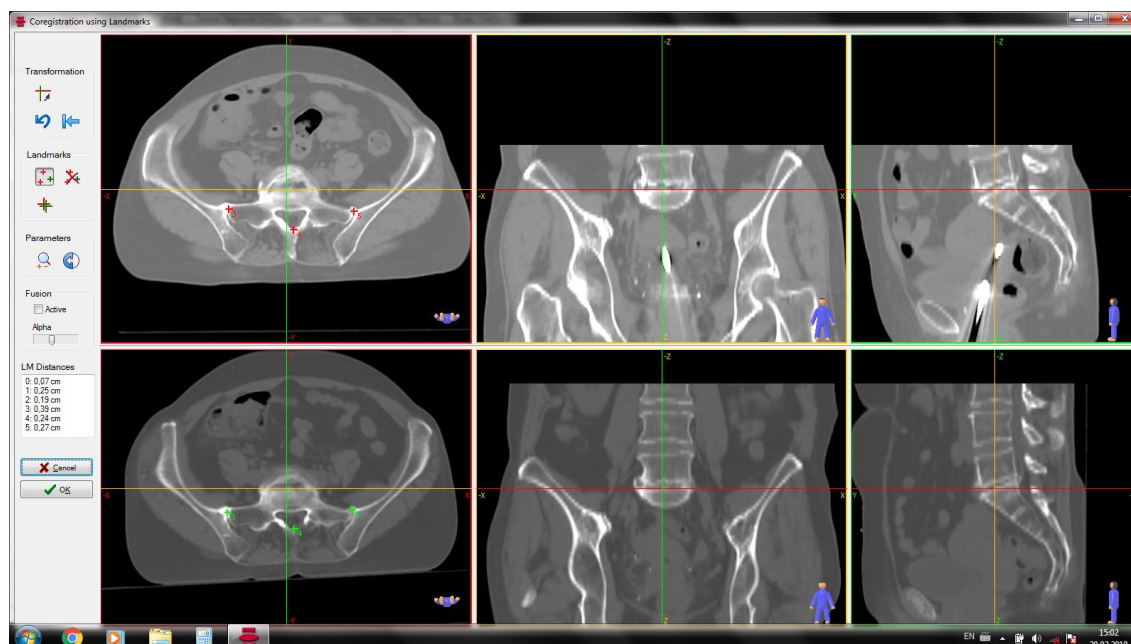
Панель слияния КТ-снимков.
